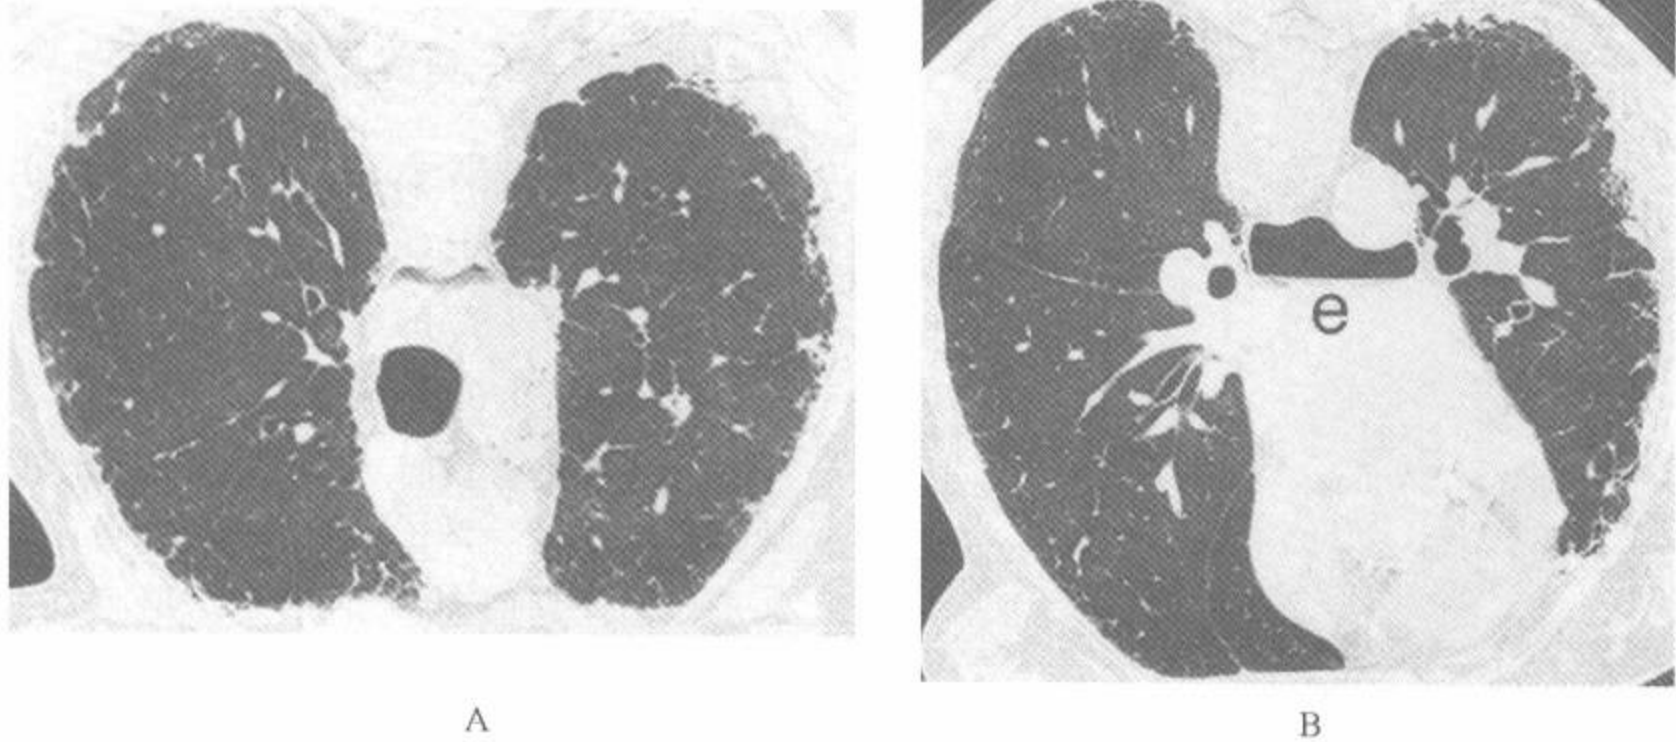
硬皮病病例的俯卧位 HRCT, 有轻度纤维化和食管扩张
